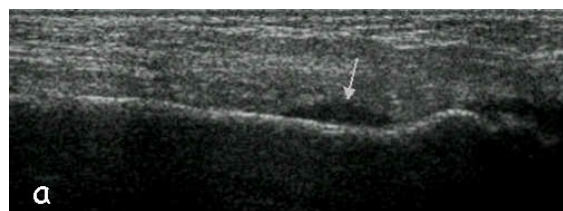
Fracture de contrainte diaphysaire du 2ème métatarsien. Sur la coupe échographique sagittale on constate l'épaississement hypoéchogène focal du périoste à proximité du col métatarsien (a) et sa prise de signal en mode Doppler (b). La radiographie (c), négative au début, montre plus tardivement l'apposition périostée (flèche) et parfois la solution de continuité
